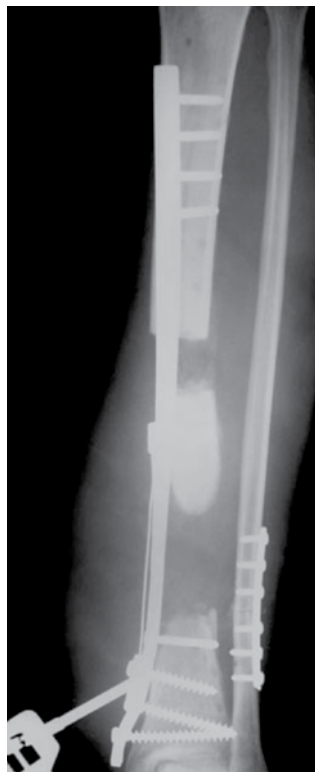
Radiografia da perna em ântero-posterior, um mês após o início do transporte ósseo.
